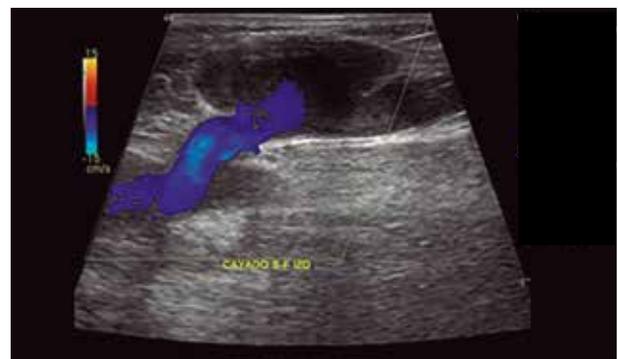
Ecografía Doppler color de miembros inferiores. Formación sacular con presencia de flujo Doppler color en su interior.
